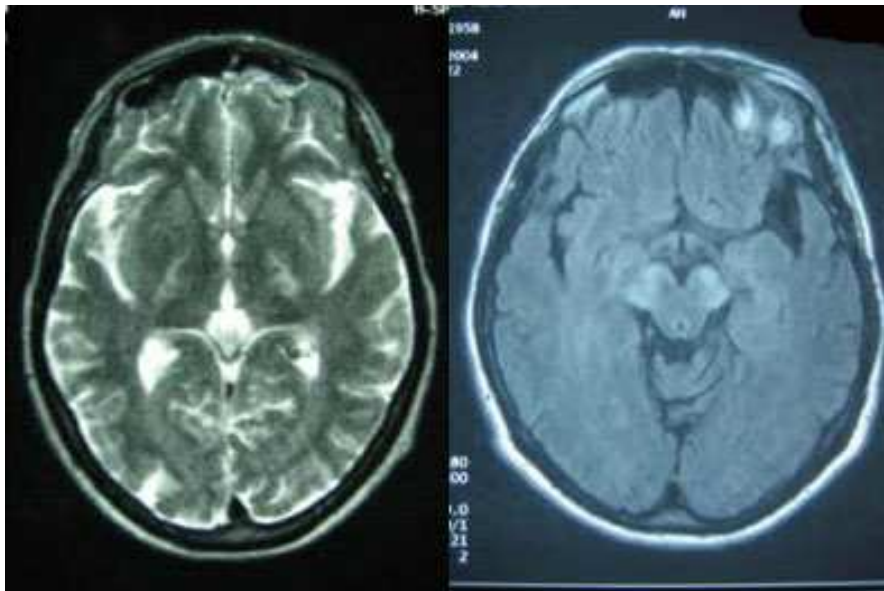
RM craneal ponderada en T_2 y en FLAIR que muestra una hiperintensidad de la vía piramidal (caso 15).
